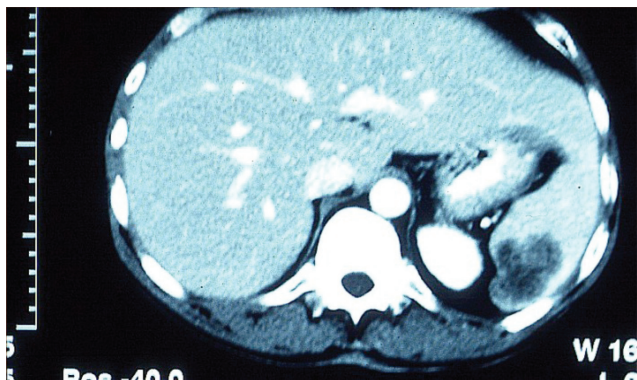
Tomografia computadorizada mostrando lesão de baixa densidade no polo inferior do baço.
